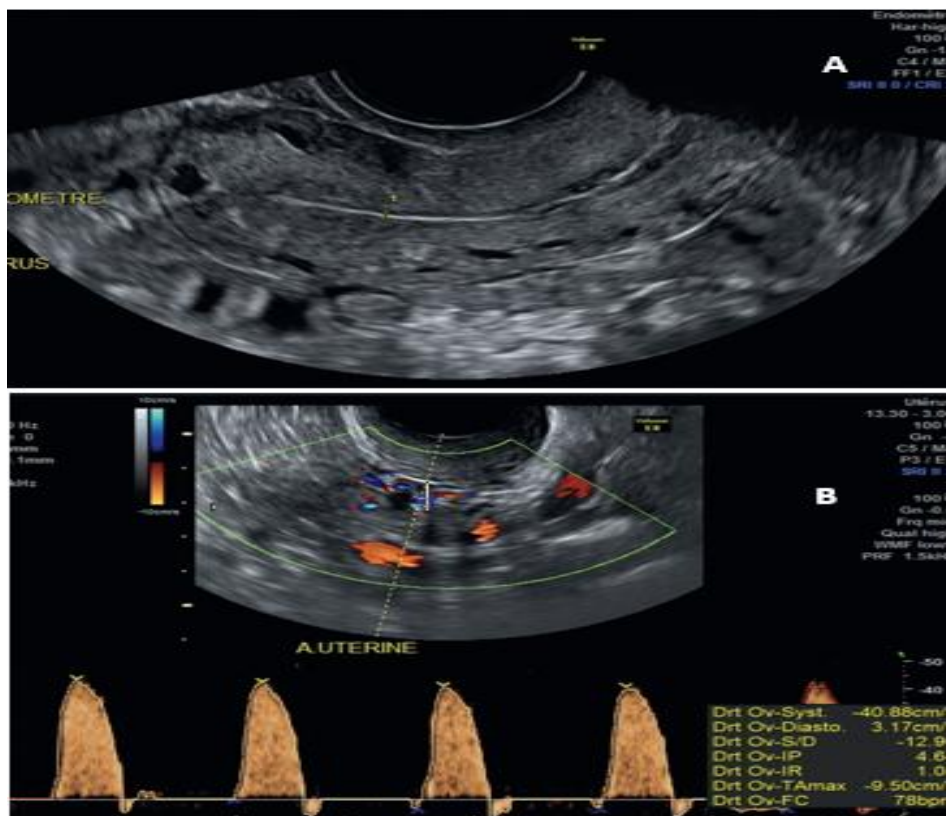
Endomètre atrophique. A. Ligne cavitaire fine et endomètre apparaissant sous forme d'une fine bande hypoéchogène dont l'épaisseur mesure moins de 2 mm. B. Doppler : flux haute résistance avec diastole nulle voire même petit reverse-flow [51].
